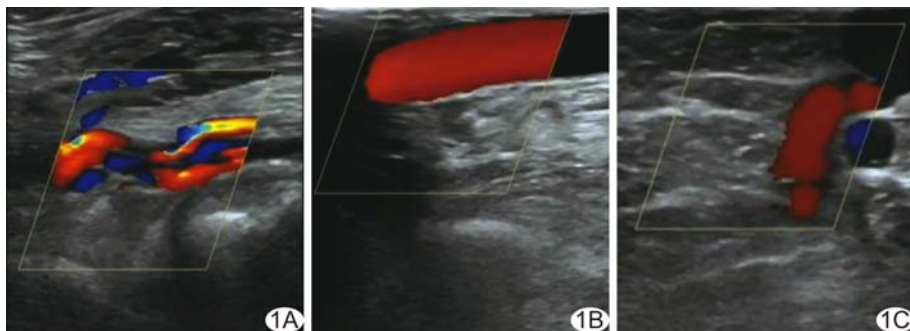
Klippel-Trenaunay 综合征静脉畸形的超声表现 A. 患肢腘静脉主干缺如, 局部可见细小静脉; B. 大隐静脉内径明显增粗; C. 异常浅静脉与深静脉间的交通静脉内径扩张, 且持续性反流
